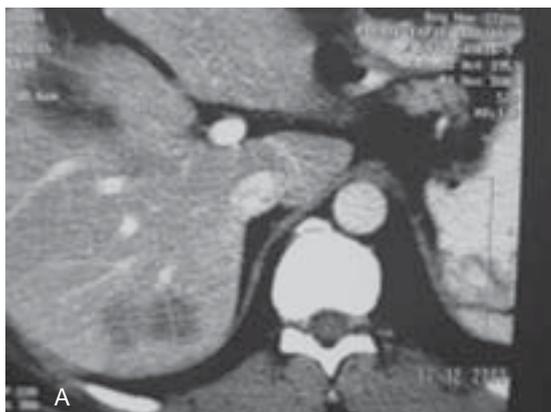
a-b. Resección de segmentos posteriores 6 y 7 por metástasis hepática colorectal con técnica suprahiliar. A. TAC de abdomen: Metástasis en segmento 6. B. Pedículo de segmentos 6 y 7 aislados por vía suprahiliar.
